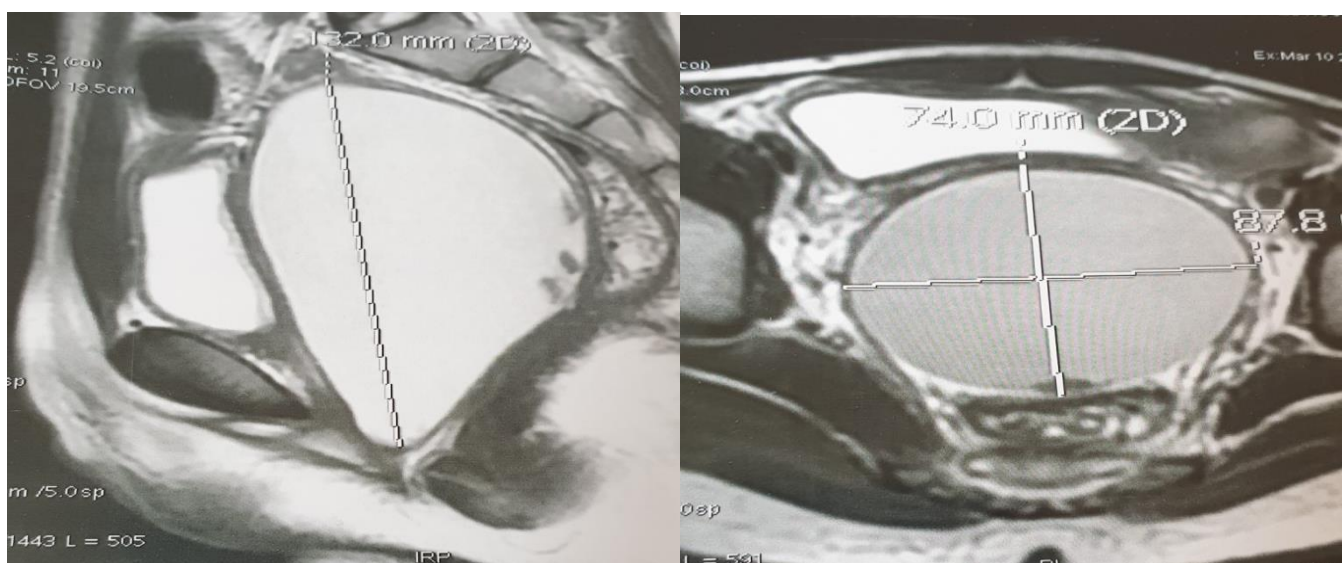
IRM abdomino-pelvienne
